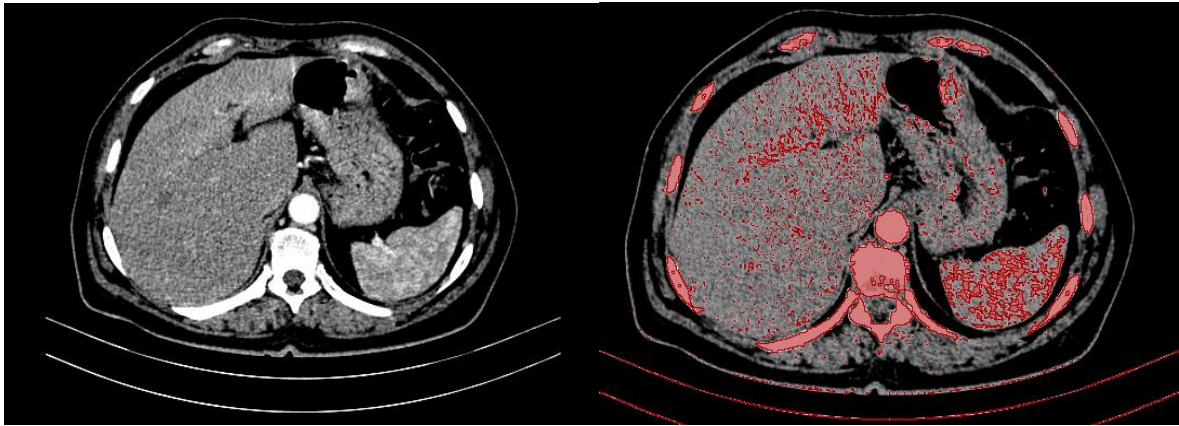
Coupe TDM de mauvais contraste.
